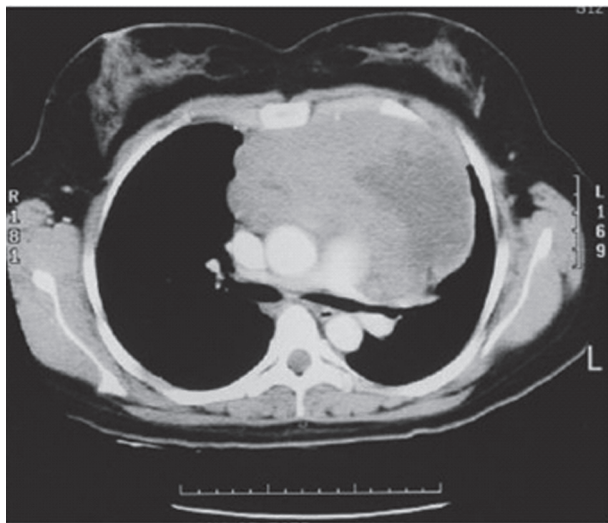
En la TC se observa una gran masa mediastinal de densidad heterogénea
